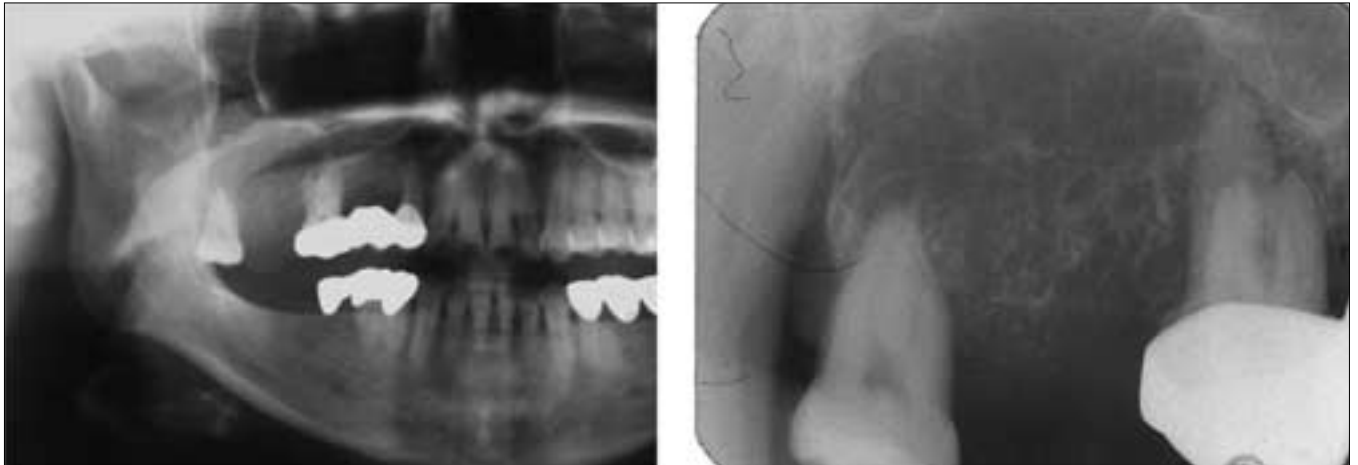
Panoramic & Periapical radiograph showing elevated soft tissue and central radiolucency with wispy & straight septa. The lamina dura of #16 & #18 was lost.
